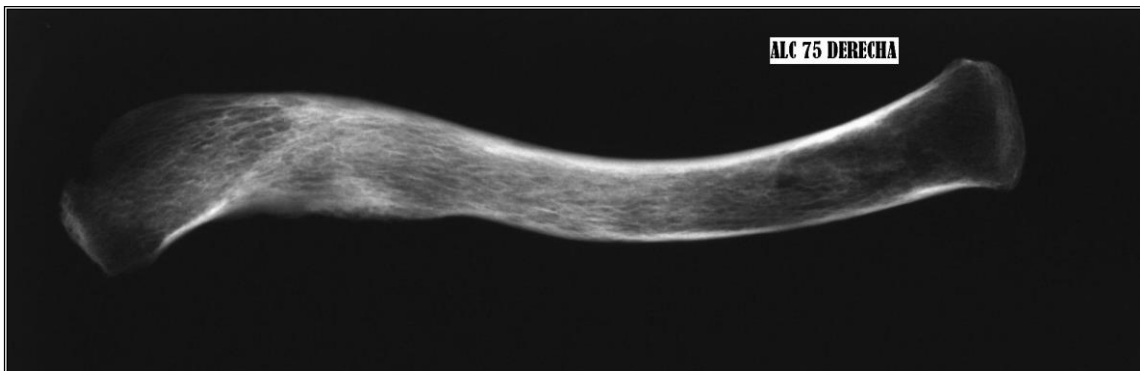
Radiografía de clavícula derecha. Varón de 75 años.
